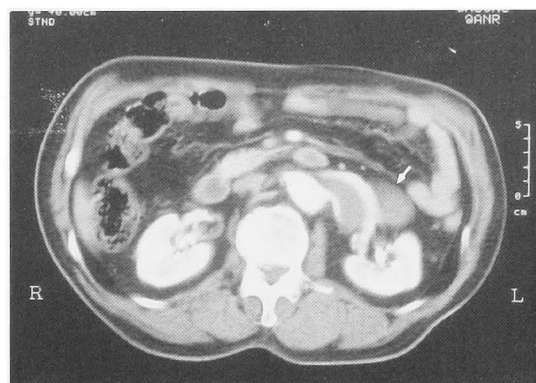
Contrasted-enhanced CT scan of abdomen shows low density mass at the left renal hilus which involved the left renal vein.
